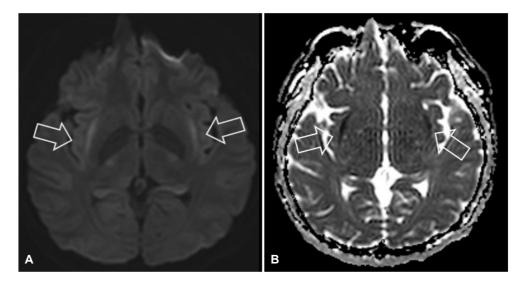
Brain magnetic resonance images on admission. Diffusion-weighted images show high signal intensity in the both external capsules (A, arrows). Apparent diffusion coefficient maps show low signal intensity in the corresponding areas (B, arrows).
